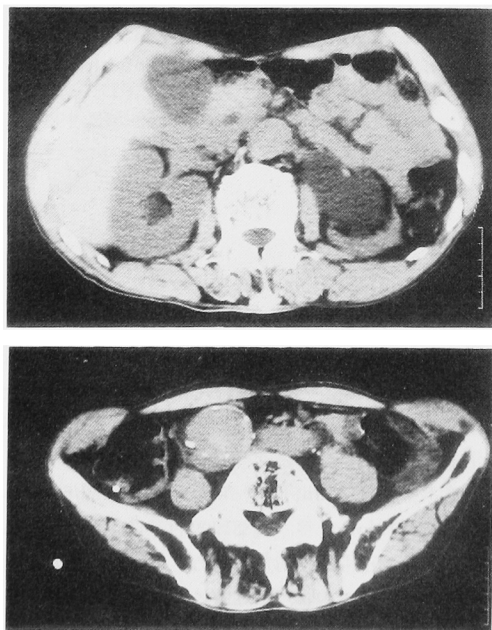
CT scan showed bilateral hydronephrosis (upper) and tiny calcification in the wall of bilateral common iliac arteries (lower).
